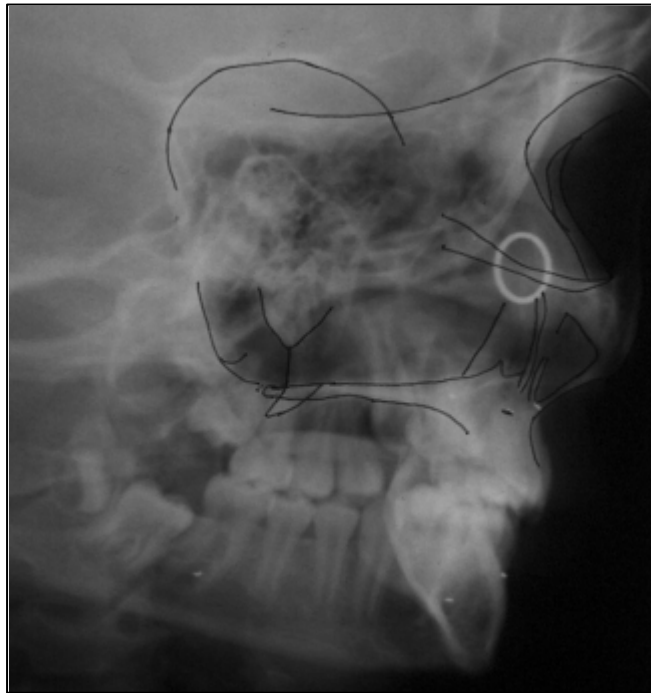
Cefalograma do complexo nasomaxilar sobre a telerradiografia em norma de 45 graus.
